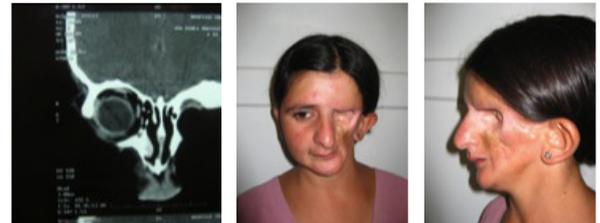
(A) - Corte coronal de tomografia demonstrando ausência do assoalho da órbita e parede lateral da órbita e maxila. (B) - Foto frontal da paciente após exanteração da órbita esquerda. (C) - Imagem em perfil.
